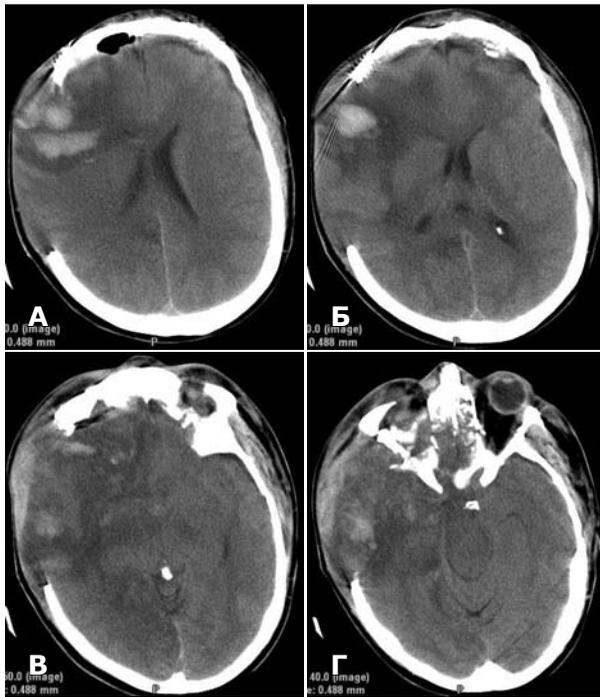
СКТ головного мозга на 7-е сутки после операции. А — отек правой лобной доли, пролабирование вещества мозга в костный дефект; Б — регресс латеральной дислокации. Субдуральная гигрома малого объема слева; В — участки геморрагического пропитывания в правом полушарии большого мозга; Г — хорошая визуализация менингеальных цистерн.
